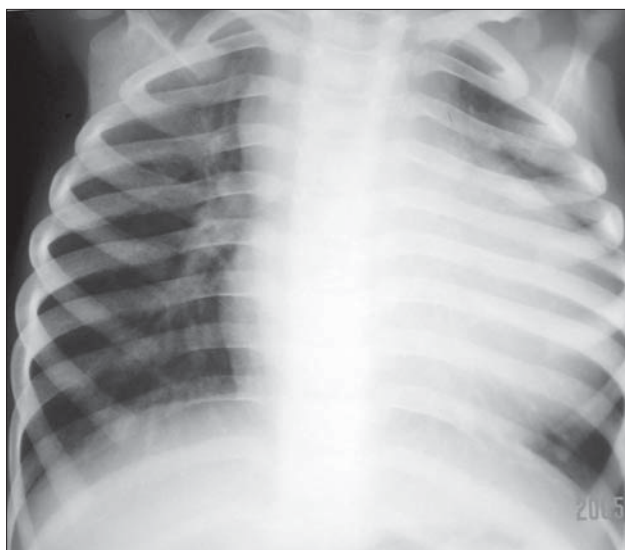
Oligemie. 2.1. Radiografie toracică PA. Hipertrofie de ventricul drept. Aorta este situată pe dreapta.
